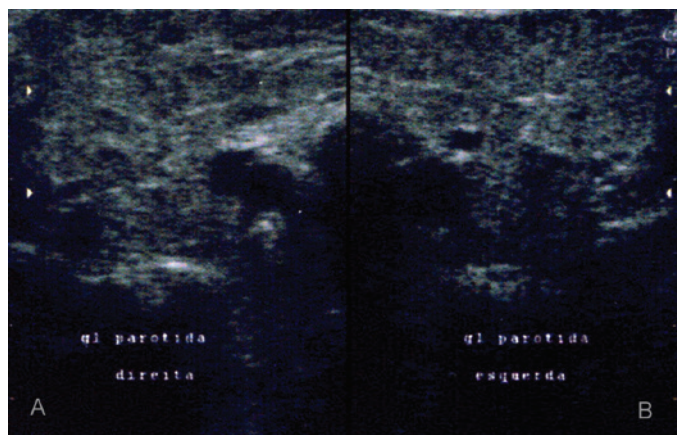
Ultra-sonografia da glândula parótida direita e esquerda evidenciando infarcto do linfonodo intraparotídeo com discreta alteração da normalidade.
